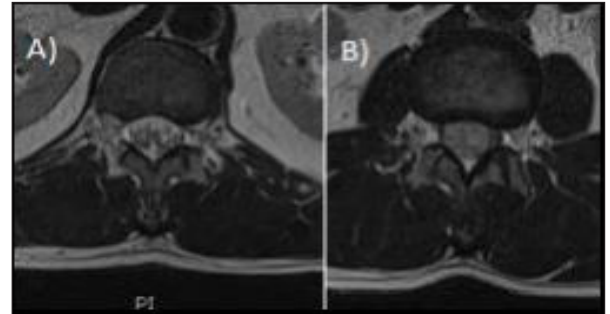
IRM pré-opératoire en pondération T2 non injecté, coupe axiale.
